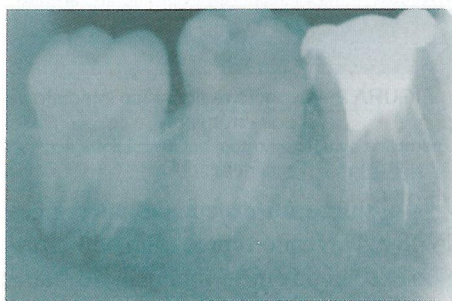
Radiografia inicial do caso (permitida a publicação com autorização por escrito em poder dos autores)
